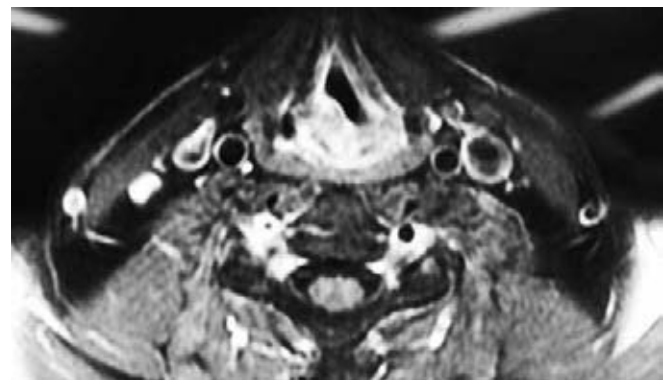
Imagen de resonancia magnética que muestra la lesión tumoral de colágeno, que es heterogénea y de bordes mal definidos y que desplaza la vía aérea en la región supraglótica derecha.
